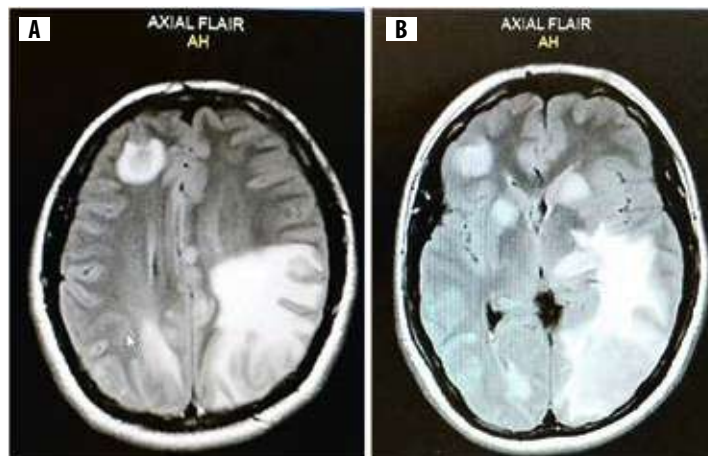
Imagen axial en FLAIR de RMN cerebral. A. Lesión numular (contraste de anillo) derecha en la región frontal, con un área de alta intensidad que compromete la sustancia blanca temporal y occipital izquierda. B. Múltiples lesiones numulares derechas en los núcleos de la base y región frontal, con área de alta intensidad que compromete sustancia blanca temporal y occipital izquierda
